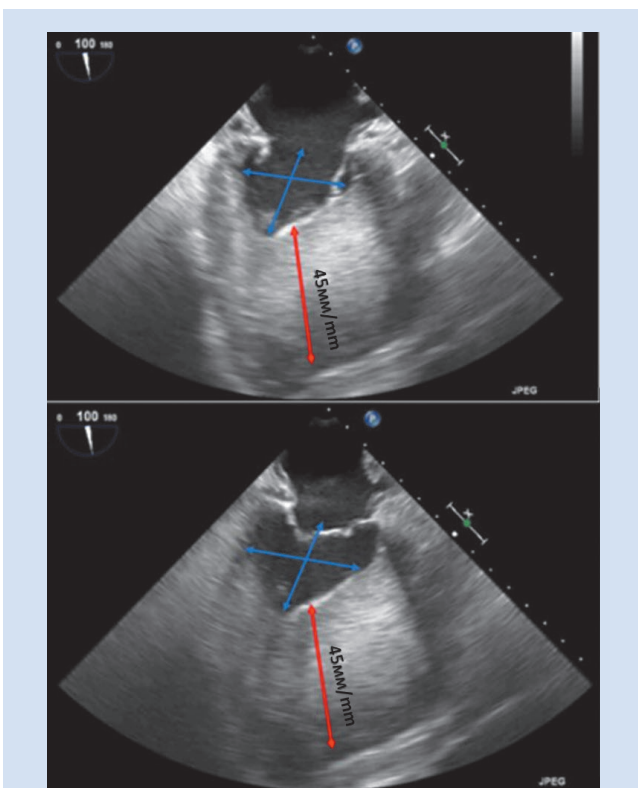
Чреспищеводная эхокардиография. Красной стрелкой отмечена толщина гипертрофированной стенки левого желудочка, синие стрелки указывают на полость левого желудочка
